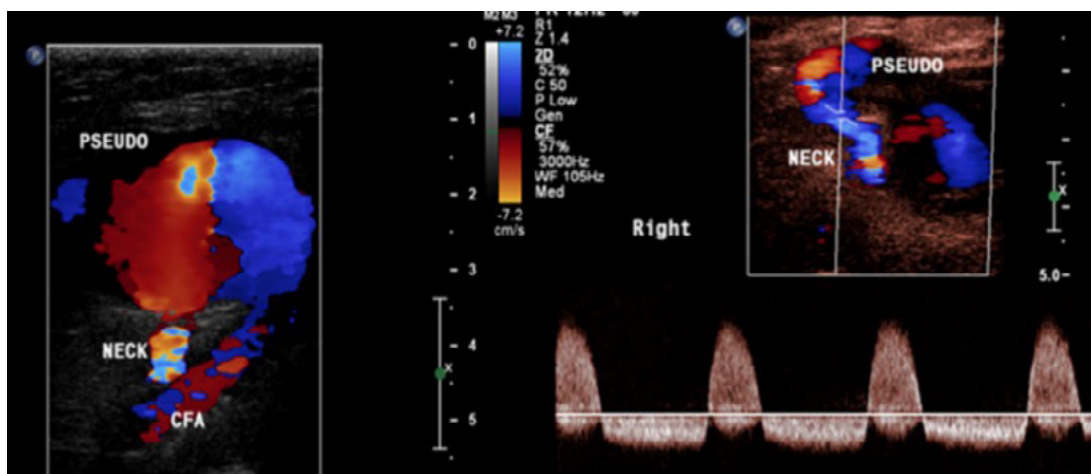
c: Saco de PA con turbulencia y espectro doppler "to and fro" característicos de los PA
